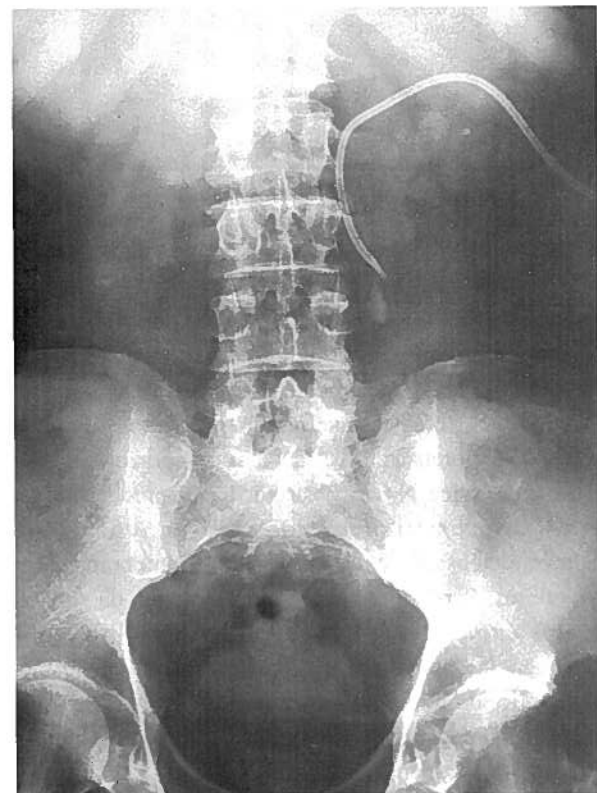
Radiografia abdomino-pélvica simples: nefrostomia percutânea no rim esquerdo.
